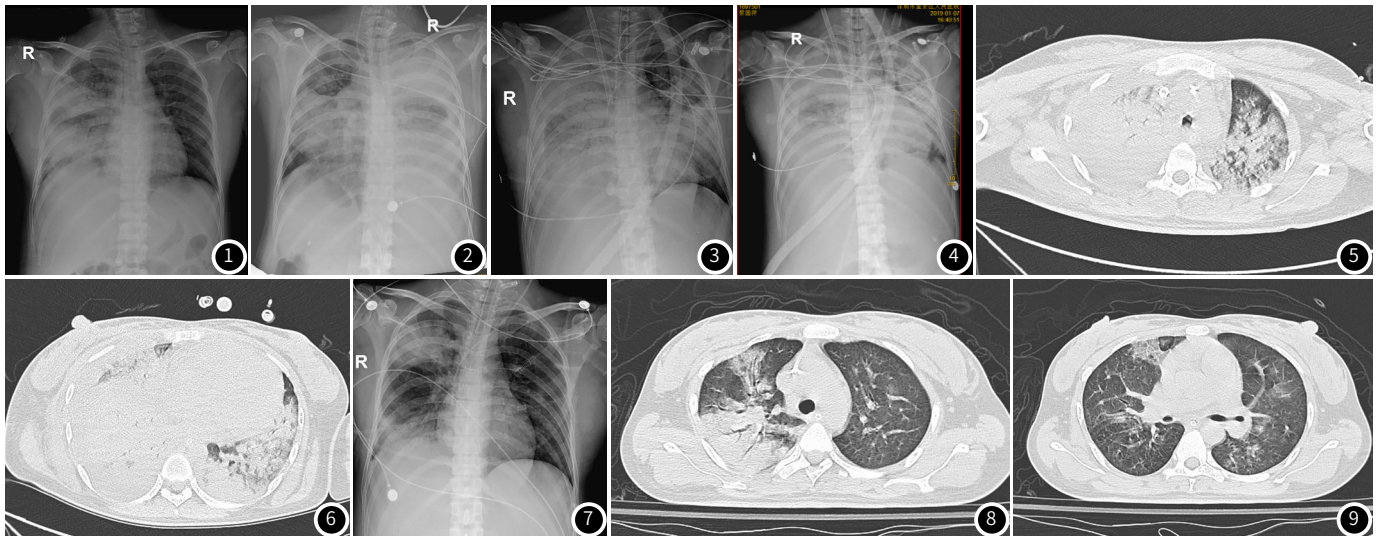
2019年1月3日床边胸片(发病第10天): 右肺感染。图2 2019年1月5日床边俯卧位胸片(发病第12天): 双肺感染, 左侧胸腔积液, 较前进展。图3 2019年1月6日床边胸片(发病第13天): 双肺病变同1月5日大致相同。图4 2019年1月7日床边胸片(发病第14天): 右肺渗出病灶大致同前, 左肺渗出病灶较前增多。图5 2019年1月8日胸部CT(发病第15天): 示双肺感染, 右侧大量胸腔积液。图6 2019年1月8日胸部CT(发病第15天): 示双肺感染, 右侧大量胸腔积液。图7 2019年1月12日床边胸片(发病第19天): 双肺渗出较前吸收减少。图8 2019年1月14日胸部CT(发病第21天): 同1月8日对比, 双肺渗出阴影明显吸收减少。图9 2019年1月14日胸部CT(发病第21天): 同1月8日对比, 双肺渗出阴影明显吸收减少。
